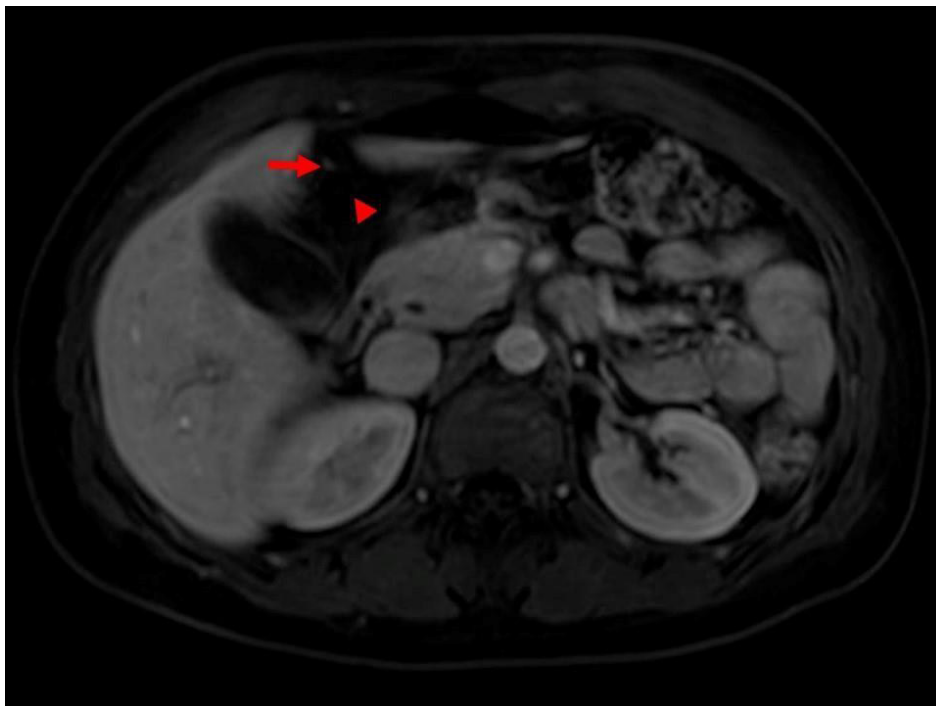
RM T1 pós contraste axial, ausência de realce ao contraste gadolínio (cabeça de seta) e ponto central com tènue realce podendo representar o ligamento falciforme (seta).
